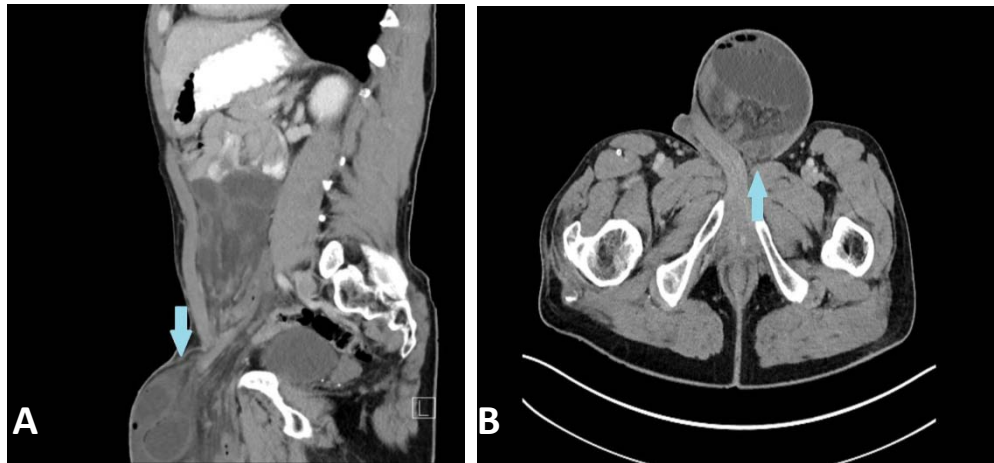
TDM abdominale d'un patient de 57 ans. A : coupe sagittale montrant une hernie inguinale gauche incarcerated (flèche). B : les anses grêliques contenues dans le sac herniaire sont dilatées. La flèche indique le collet de la hernie [197].
